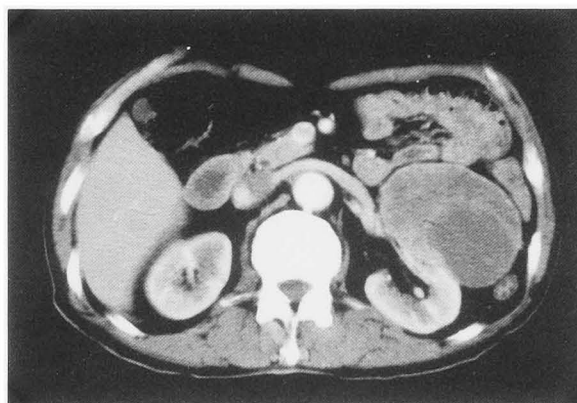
Abdominal CT scan shows the solid perinephric retroperitoneal mass with heterogeneous density.
